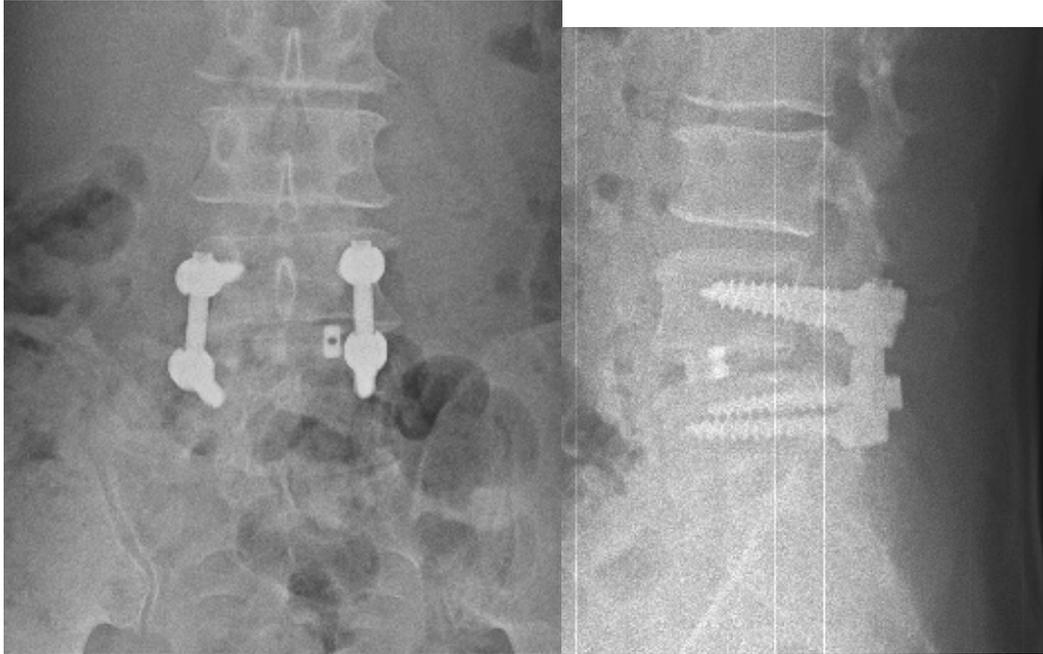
Imagen izquierda. Radiografía anteroposterior de columna lumbar, posterior a la cirugía con colocación de material radiopaco (tornillos, caja) a nivel de L4, L5 y el espacio entre estas vértebras y radiolúcido (ligamento interespinoso) entre la apófisis espinosas de L3 y L4. Imagen derecha. Radiografía lateral de columna lumbar postoperatoria, se observa la reducción de la espondilolistesis entre las vertebrae L4 y L5 y los materiales de fijación. Tomadas de la base de datos del protocolo.
